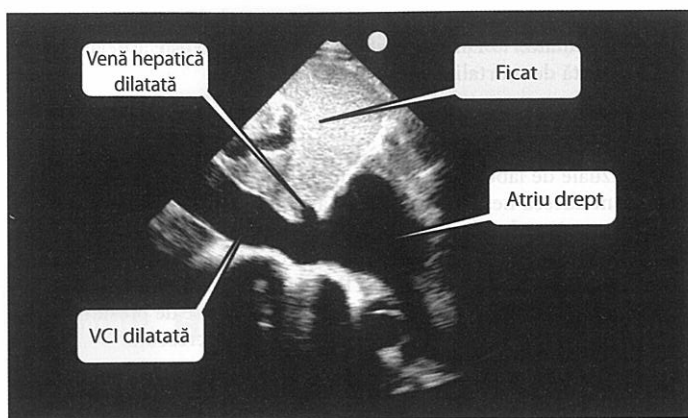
Ecografie ce evidențiază presiuni crescute în atriu drept. Vena cavă inferioară (VCI) și vena hepatică sunt dilatate. [Imagine folosită cu permisiunea lui Haney Mallema, MD, Departamentul de Urgență al Universității de Medicină din Maryland.]
